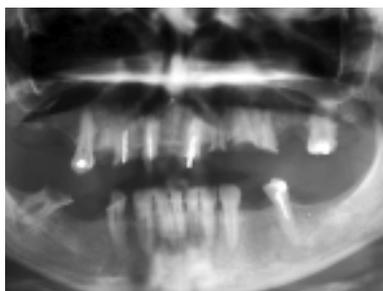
Präoperative Panoramaröntgenaufnahme. – Abb. 2: Temporäre Brücke auf Implantaten und Zähne 15, 27. – Abb. 3: Panoramaröntgenaufnahme vier Monate post OP.
